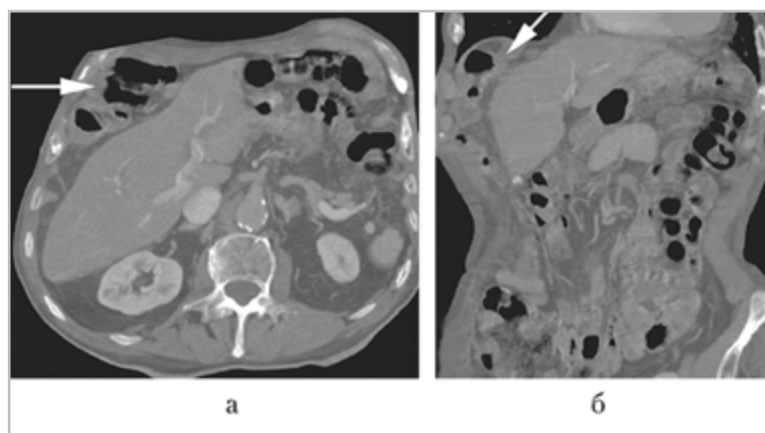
Компьютерные томограммы в режиме МIP: *а* — аксиальный срез; *б* — фронтальный срез. Диафрагмально-печеночная интерпозиция толстой кишки (*стрелки*)
